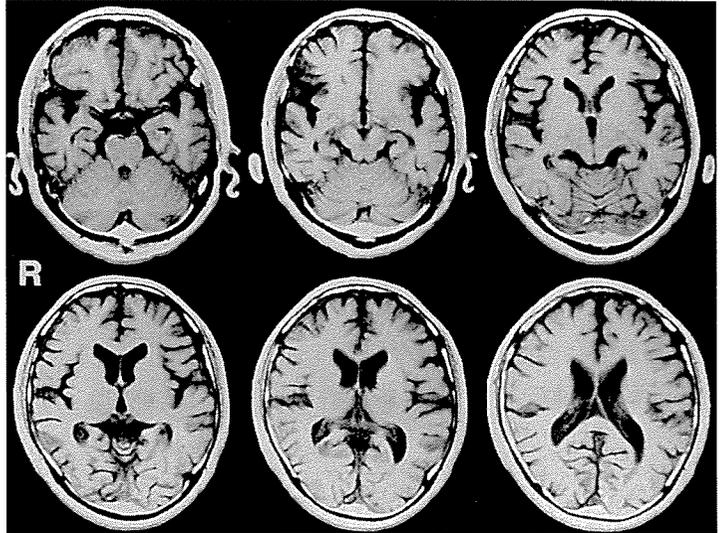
a MM の MRI T<sub>2</sub> 水平断画像 両側側脳室下角の拡大および大脳皮質にびまん性の萎縮が明らかであった
